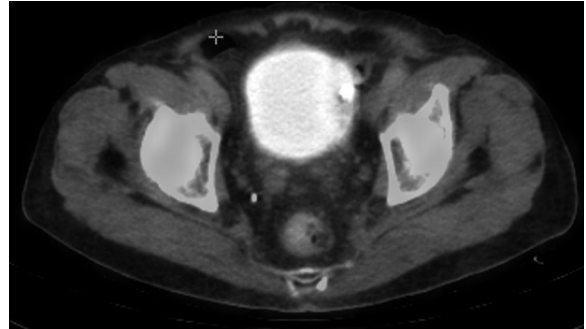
FDG-PET shows no evidence of uptake at the prostate after chemotherapy.
